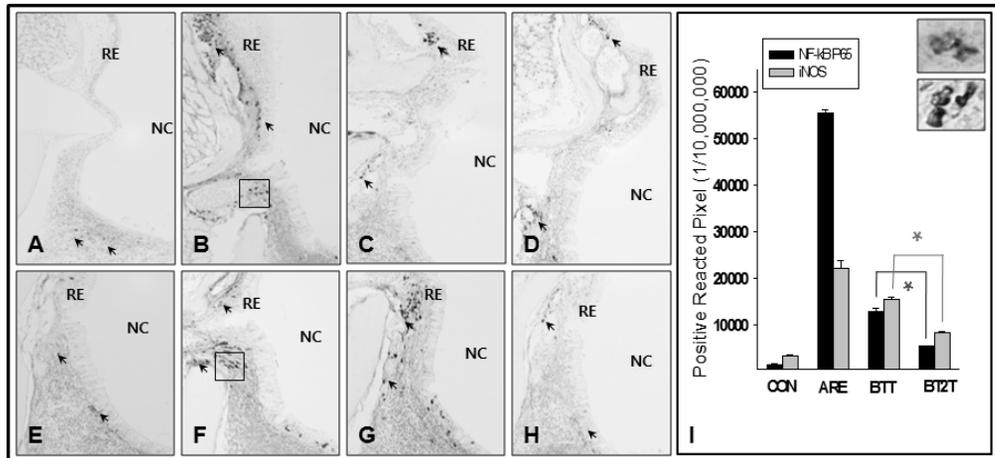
The anti-inflammation of BT.
